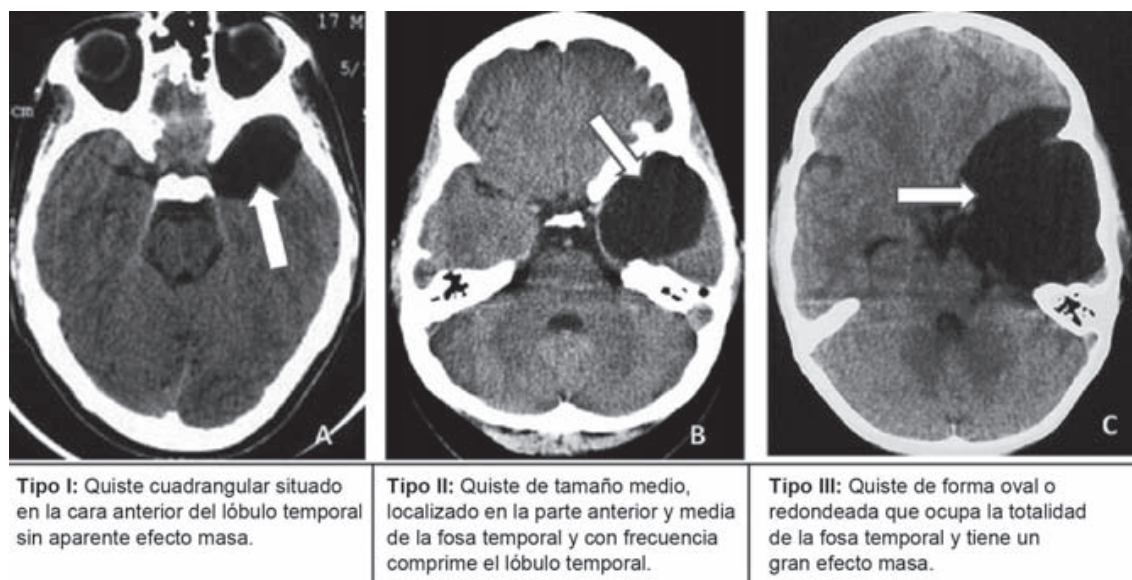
Imágenes axiales por tomografía de cráneo en las que se aprecian quistes aracnoideos de la fosa media de acuerdo con la clasificación de Galassi.
